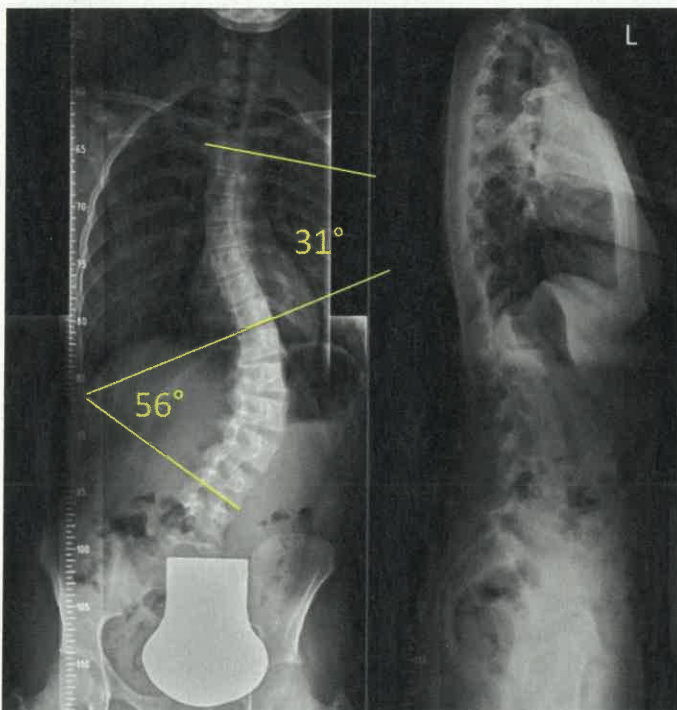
Röntgenbild der Wirbelsäule ap/seitlich im Stehen eines 13-jährigen Mädchens mit dominanter lumbaler Skoliose mit einem Cobb-Winkel von 56° lumbal und 31° thorakal (mit freundlicher Genehmigung von Herrn PD Dr. P. Trobisch).
